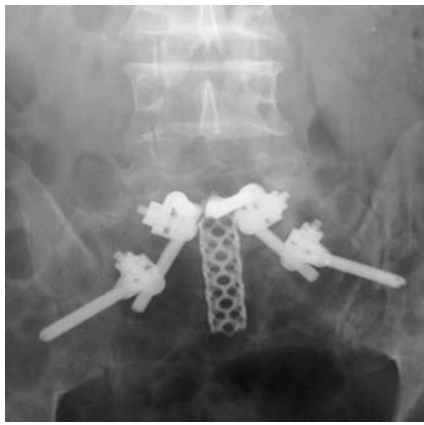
Рентгенография в переднезадней проекции после удаления опухоли крестца, люмбосакральной фиксации с вовлечением L_5 позвонка, подвздошных костей.
